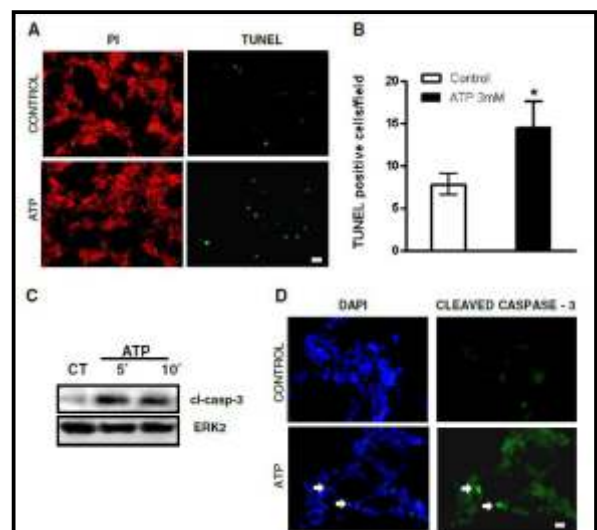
ATP induce muerte celular apoptótica en cultivos retinales de gallina. A) Fotomicrografías representativas mostrando cultivos retinales mixtos E7C2, tratados o no con 3 mM ATP por 3 horas y marcadas con TUNEL (verde) o yoduro de propidio (rojo). B) Cuantificación del número de células positivas para TUNEL en control y cultivos tratados con ATP. Células marcadas en cada cultivo fueron contados en 10 micrografías al azar. Datos representativos de la media \pm SEM de tres experimentos independientes. C) Detección por western blot de caspasa-3 clivada en extractos de proteína de cultivos de células retinales E7C2 estimuladas con 3 mM ATP por 5 o 10 minutos. D) Fotomicrografías representativas mostrando células inmunomarcadas para caspasa-3 clivada (flechas) incubadas con 3 mM ATP por 10 minutos (Ancasi, RM. 2012).
